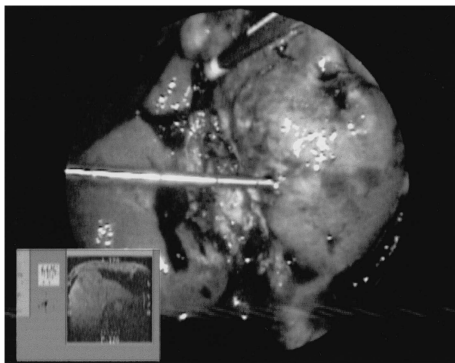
Combined laparoscopic images and real time MRI in a case of cholangiocarcinoma located near the gall bladder bed. MR image was acquired with a spoiled gradient echo sequence. Laparoscopic cholecystectomy has already been carried out. A needle type electrode was inserted to the tumor through a transcutaneously punctured needle.
